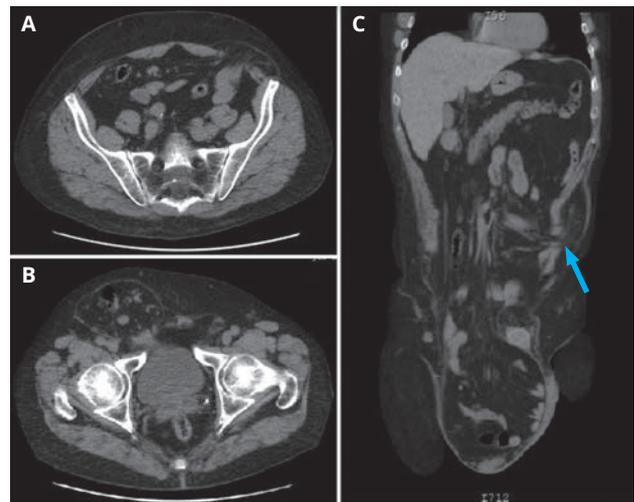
TC de abdomen y de pelvis. A. Hernia de Spiegel-Casseri izquierda con su forma típica de hongo. B. Hernia inguinal bilateral. C. Hernia inguinoescrotal derecha y de Spiegel-Casseri (flecha azul).
